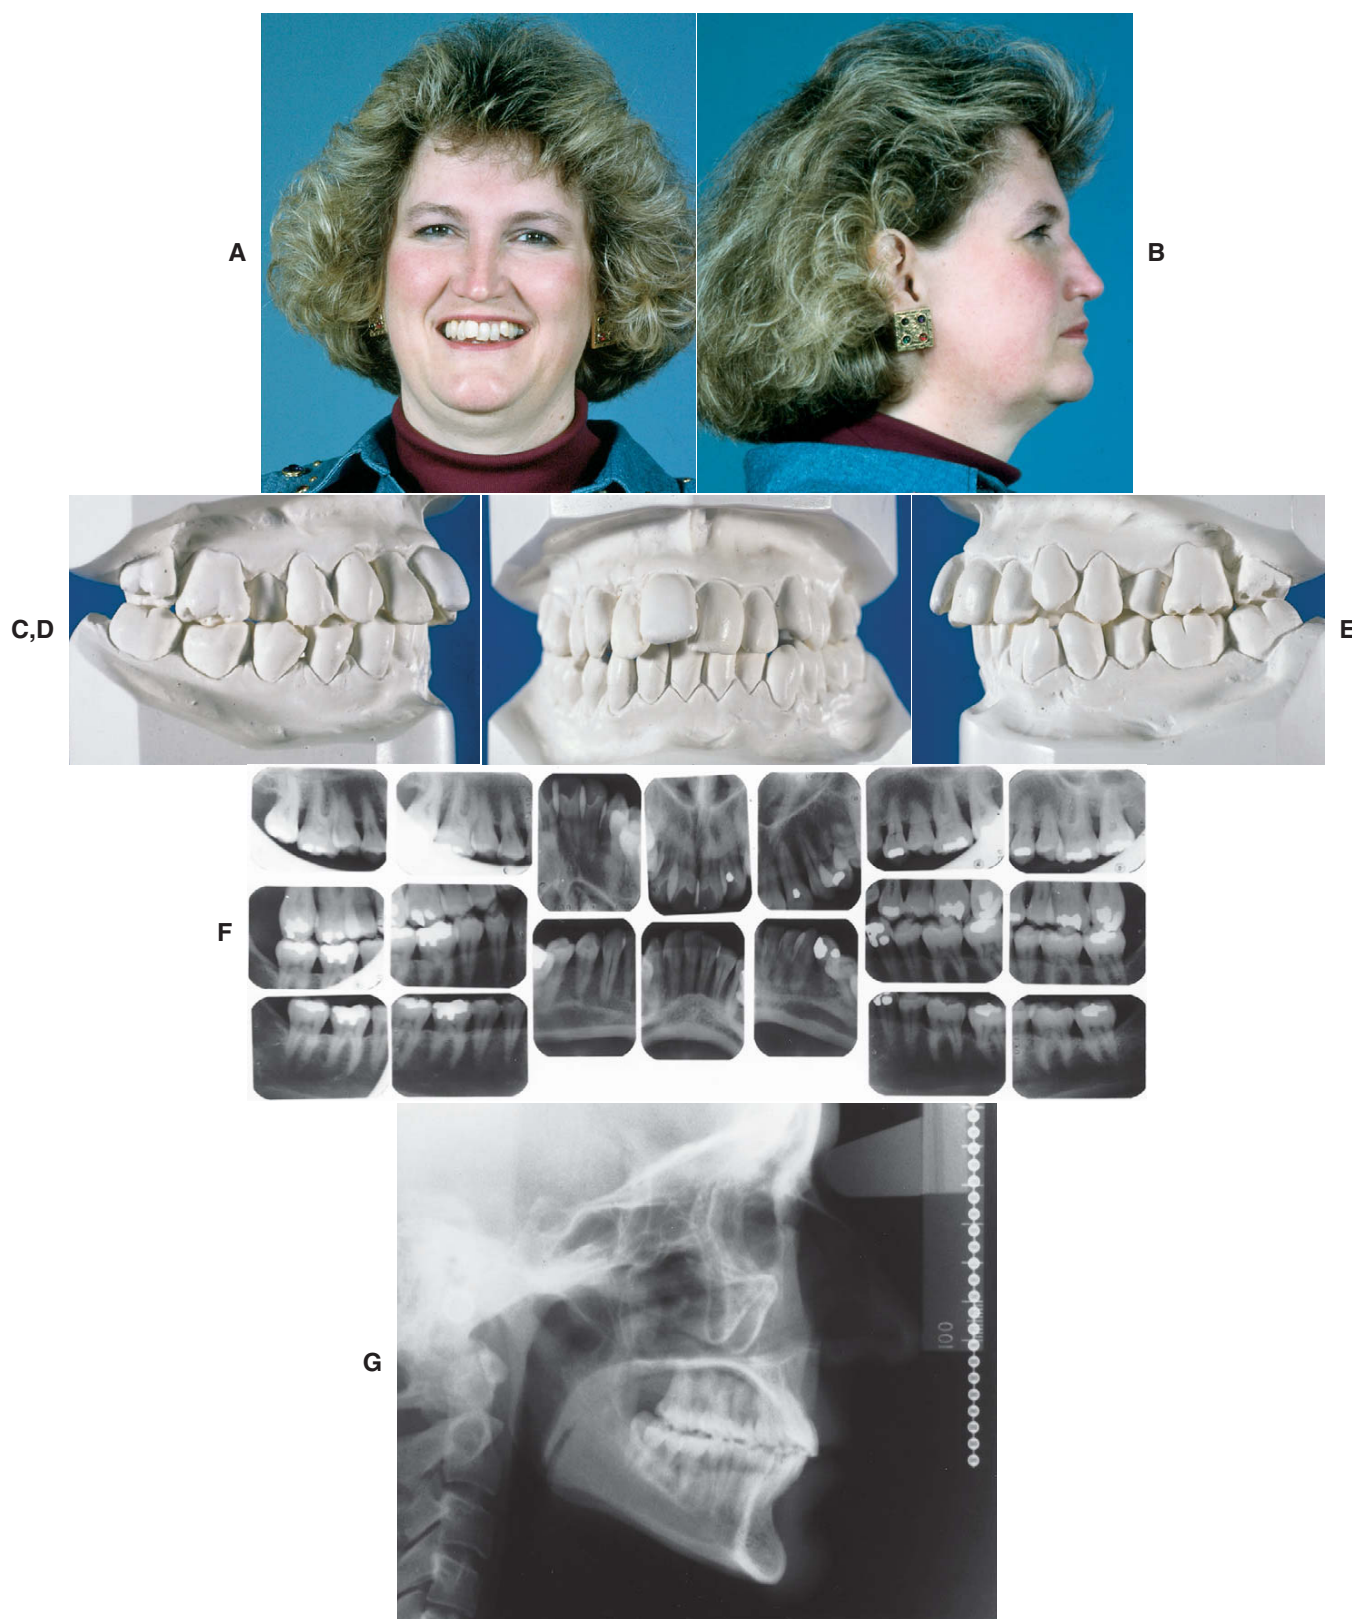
A a E, Essa mulher de 43 anos de idade foi encaminhada pelo seu periodontista para alinhamento dos seus dentes extremamente apinhados, desse modo, o splint poderia ser realizada, se necessária (o que é considerado bastante desejável), a fim de permitir melhor higiene. F, Série completa de radiografias periapicais, indicada para pacientes com doença periodontal, mostra a extensão de perda óssea. G, A radiografia cefalométrica inicial mostra a Classe II esquelética com tendência a protrusão de incisivos superiores, e proporções verticais razoáveis. Após o controle inicial da condição periodontal, o plano de tratamento exigiu extração dos primeiros e segundos pré-molares, com tratamento ortodôntico conservador acompanhado por manutenção periodontal com consultas em intervalos de 2 meses.
